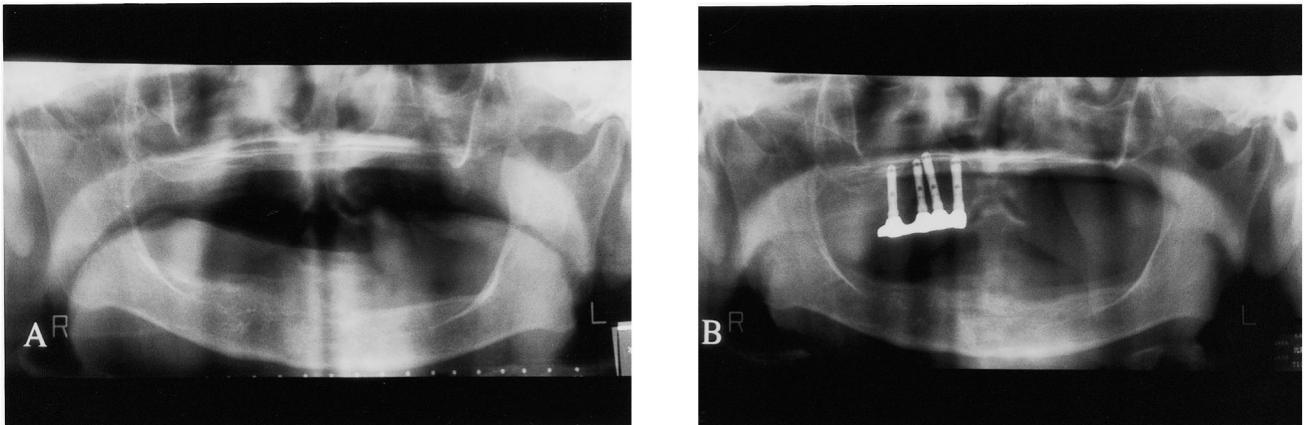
Panoramic radiograph before (A) and after (B) dental implant surgery.
